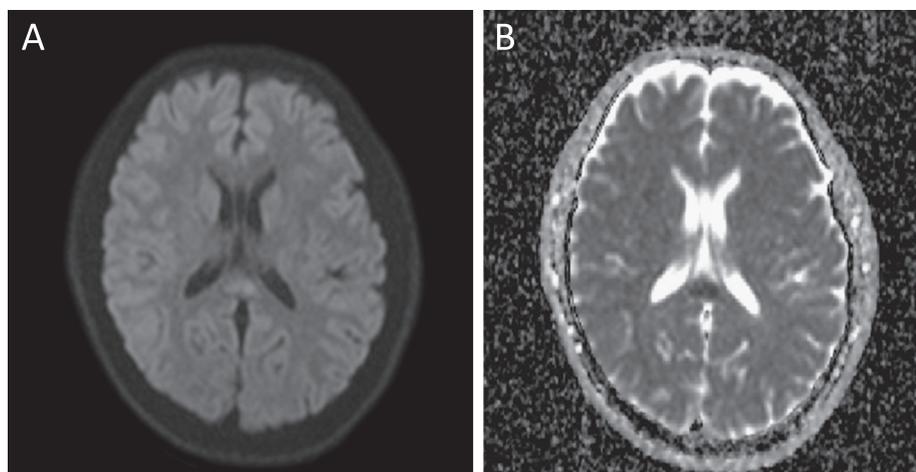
MRI obtained on day 10 after the onset of symptoms.
